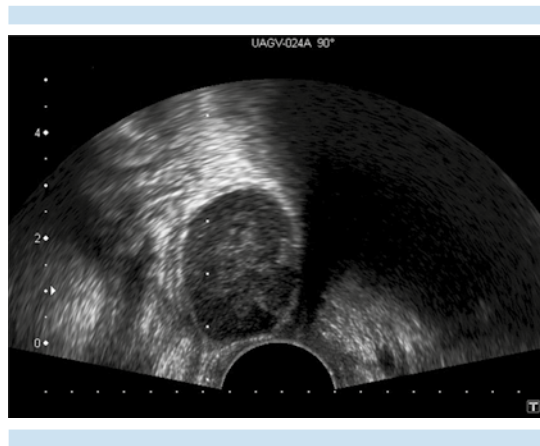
Ecografía endovaginal: lesión nodular, bien delimitada, hipoeoica y homogénea en contacto con la pared vaginal.⁸
